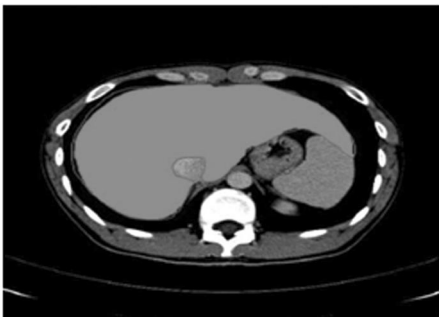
体积测定之肝叶分析。肝叶的边缘以手工方式在轴上画出轮廓在 CT 工作站计算总和, 以得到总肝体积
